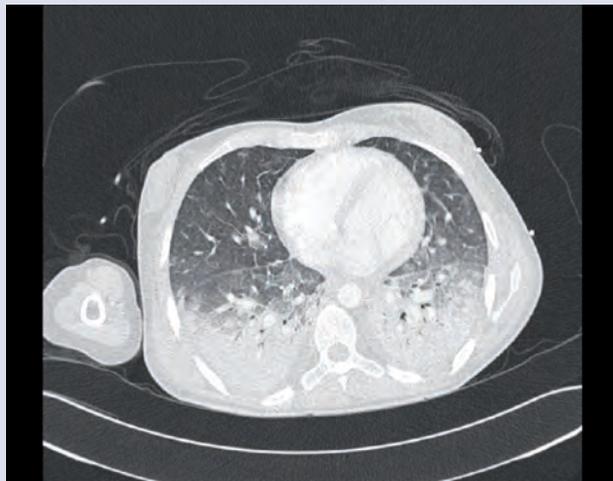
TC con infiltrados pulmonares bilaterales
